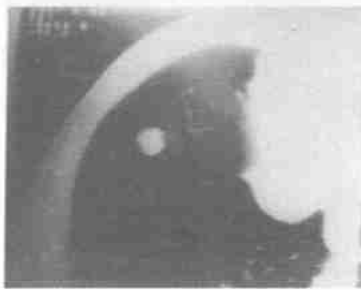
肺错构瘤 CT 像 WW 1200 HU, WL - 600HU
